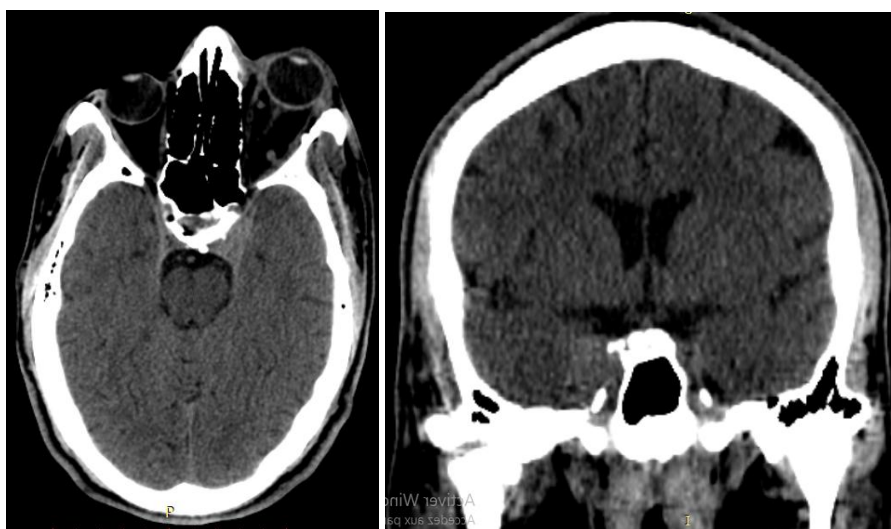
TDM cérébrale avec injection du PDC en coupe axiale et coronale montrant un élargissement du sinus caverneux gauche
